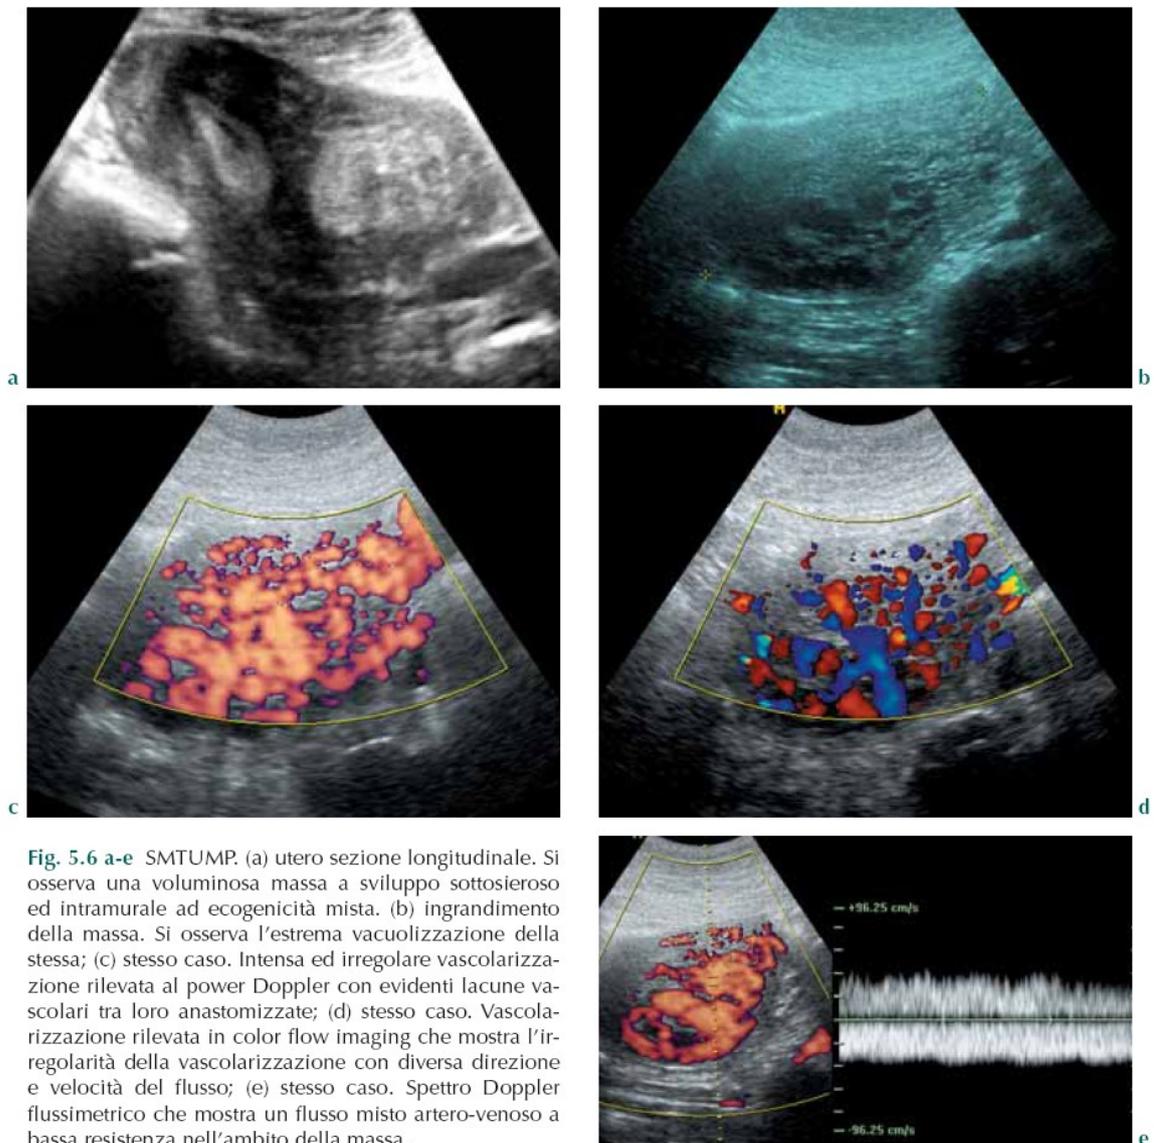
a-e SMTUMP. (a) utero sezione longitudinale. Si osserva una voluminosa massa a sviluppo sottosieroso ed intramurale ad ecogenicità mista. (b) ingrandimento della massa. Si osserva l'estrema vacuolizzazione della stessa; (c) stesso caso. Intensa ed irregolare vascolarizzazione rilevata al power Doppler con evidenti lacune vascolari tra loro anastomizzate; (d) stesso caso. Vascolarizzazione rilevata in color flow imaging che mostra l'irregolarità della vascolarizzazione con diversa direzione e velocità del flusso; (e) stesso caso. Spettro Doppler flussimetrico che mostra un flusso misto artero-venoso a bassa resistenza nell'ambito della massa.
